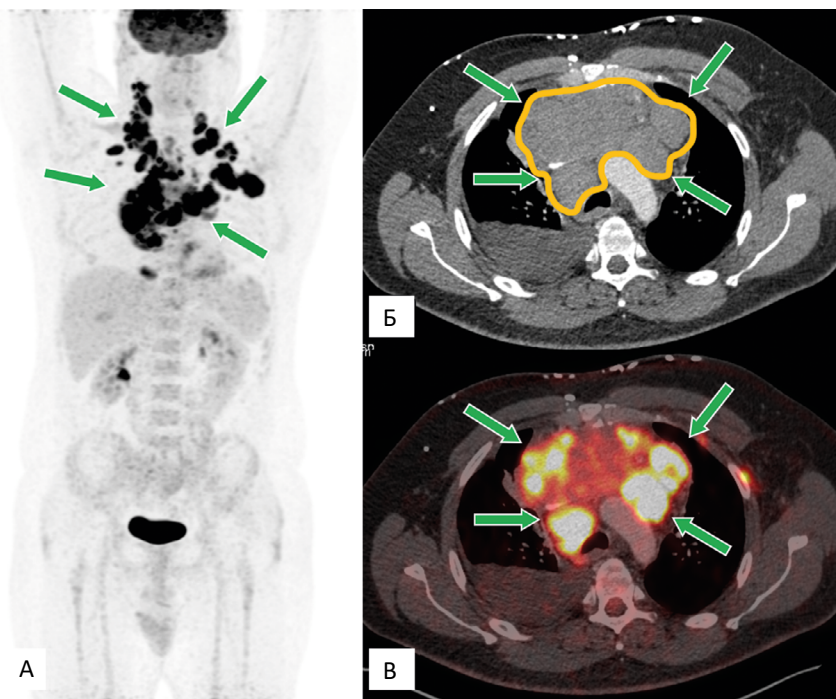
ПЭТ/КТ с <sup>18</sup>F-ФДГ. ПЭТ-изображение, фронтальная проекция (А); КТ-часть исследования, аксиальная проекция (Б); совмещенное ПЭТ-КТ-изображение, аксиальная проекция (В). Множественные метаболически активные лимфатические узлы выше уровня диафрагмы (шейные, над- и подключичные, ретропекторальные (билатерально), внутригрудные — отмечены зелеными стрелками), сливающиеся в конгломераты (обведены оранжевой линией (Б), с наибольшим показателем SUV=15,34 (В)
